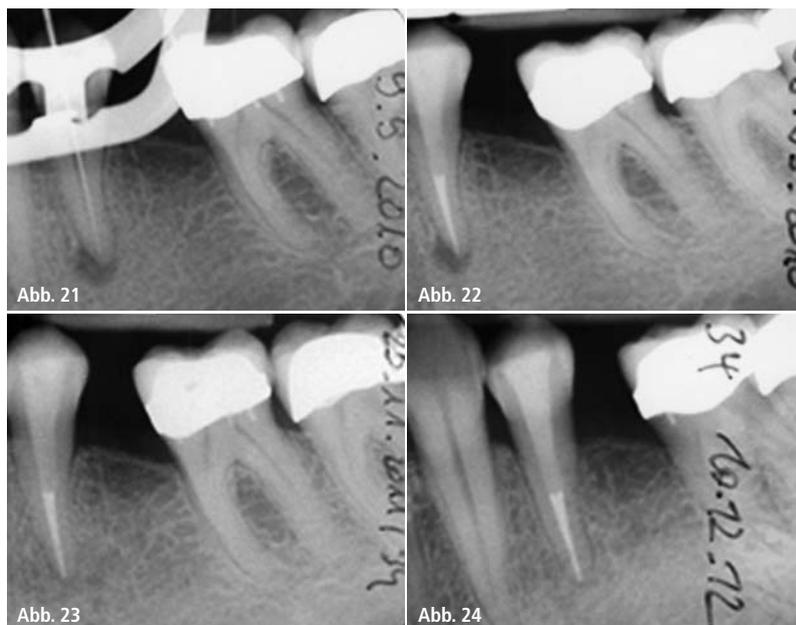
Apikale Parodontitis Zahn 34 wegen totaler Pulponekrose, Single-visit-Behandlung September 2010, erste Röntgenkontrolle knapp 15 Monate post treatment: Verbesserung von PAI-Score 4 auf 1, zweite Kontrolle: gesunde Apikalregion.
